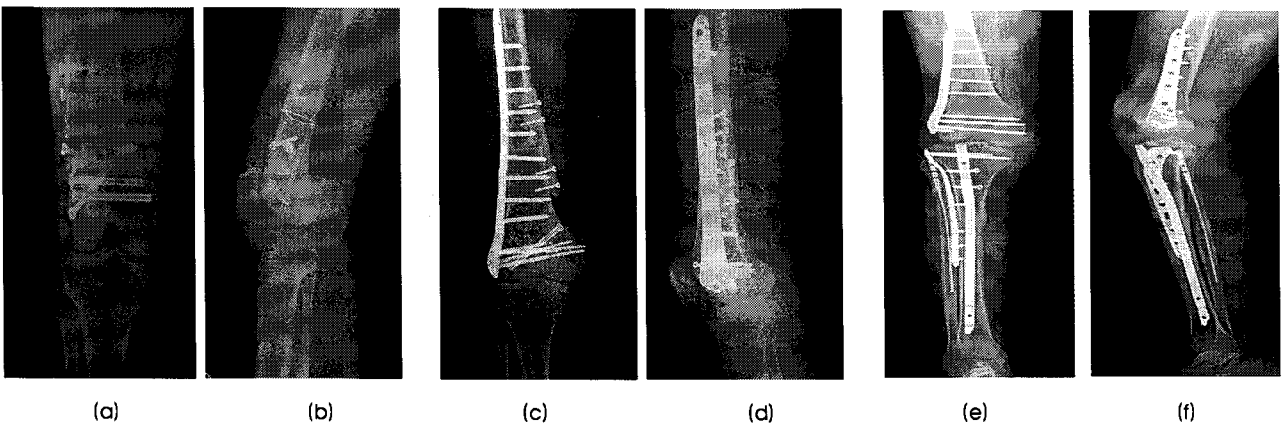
슬관절 동종골을 이용한 사지 구제수술 환자들의 수술 후 전후면(a,c,e)부와 측면(b,d,f)의 단순 방사선 사진들
